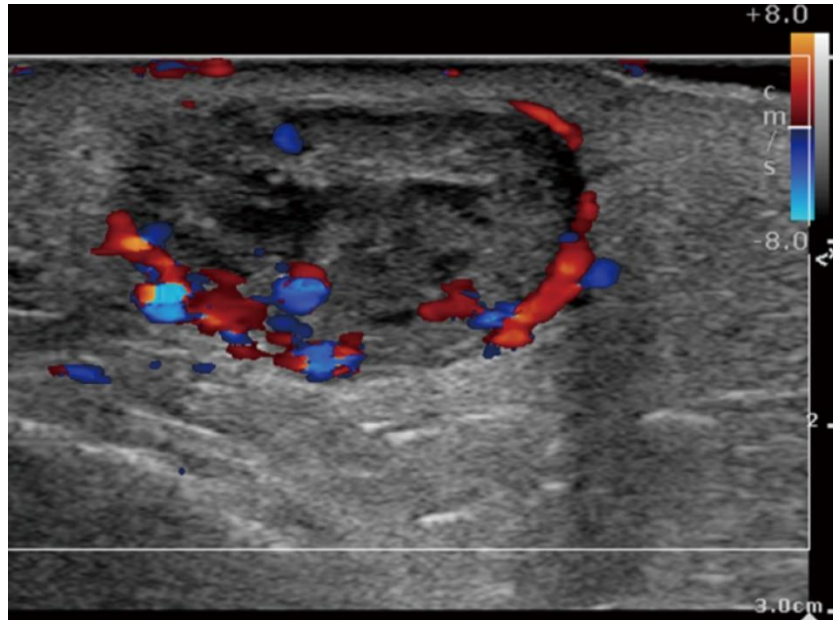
L'échographie Doppler couleur d'une masse maligne : solide, hétérogène et hypoéchogène vascularisée de la jambe droite (6)
